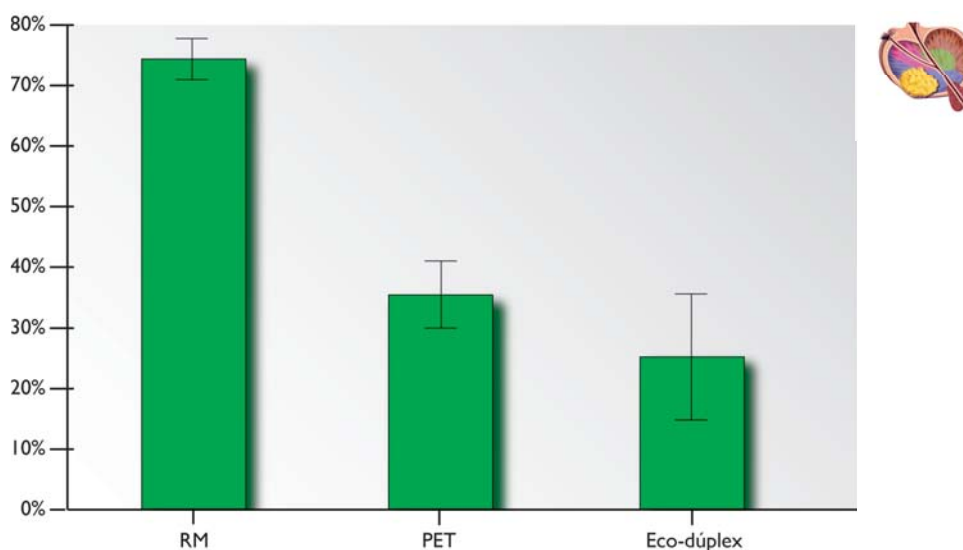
Realidad acerca de la disponibilidad en el entorno de práctica clínica de diferentes métodos de imagen (RNM, PET, Eco-duplex).
